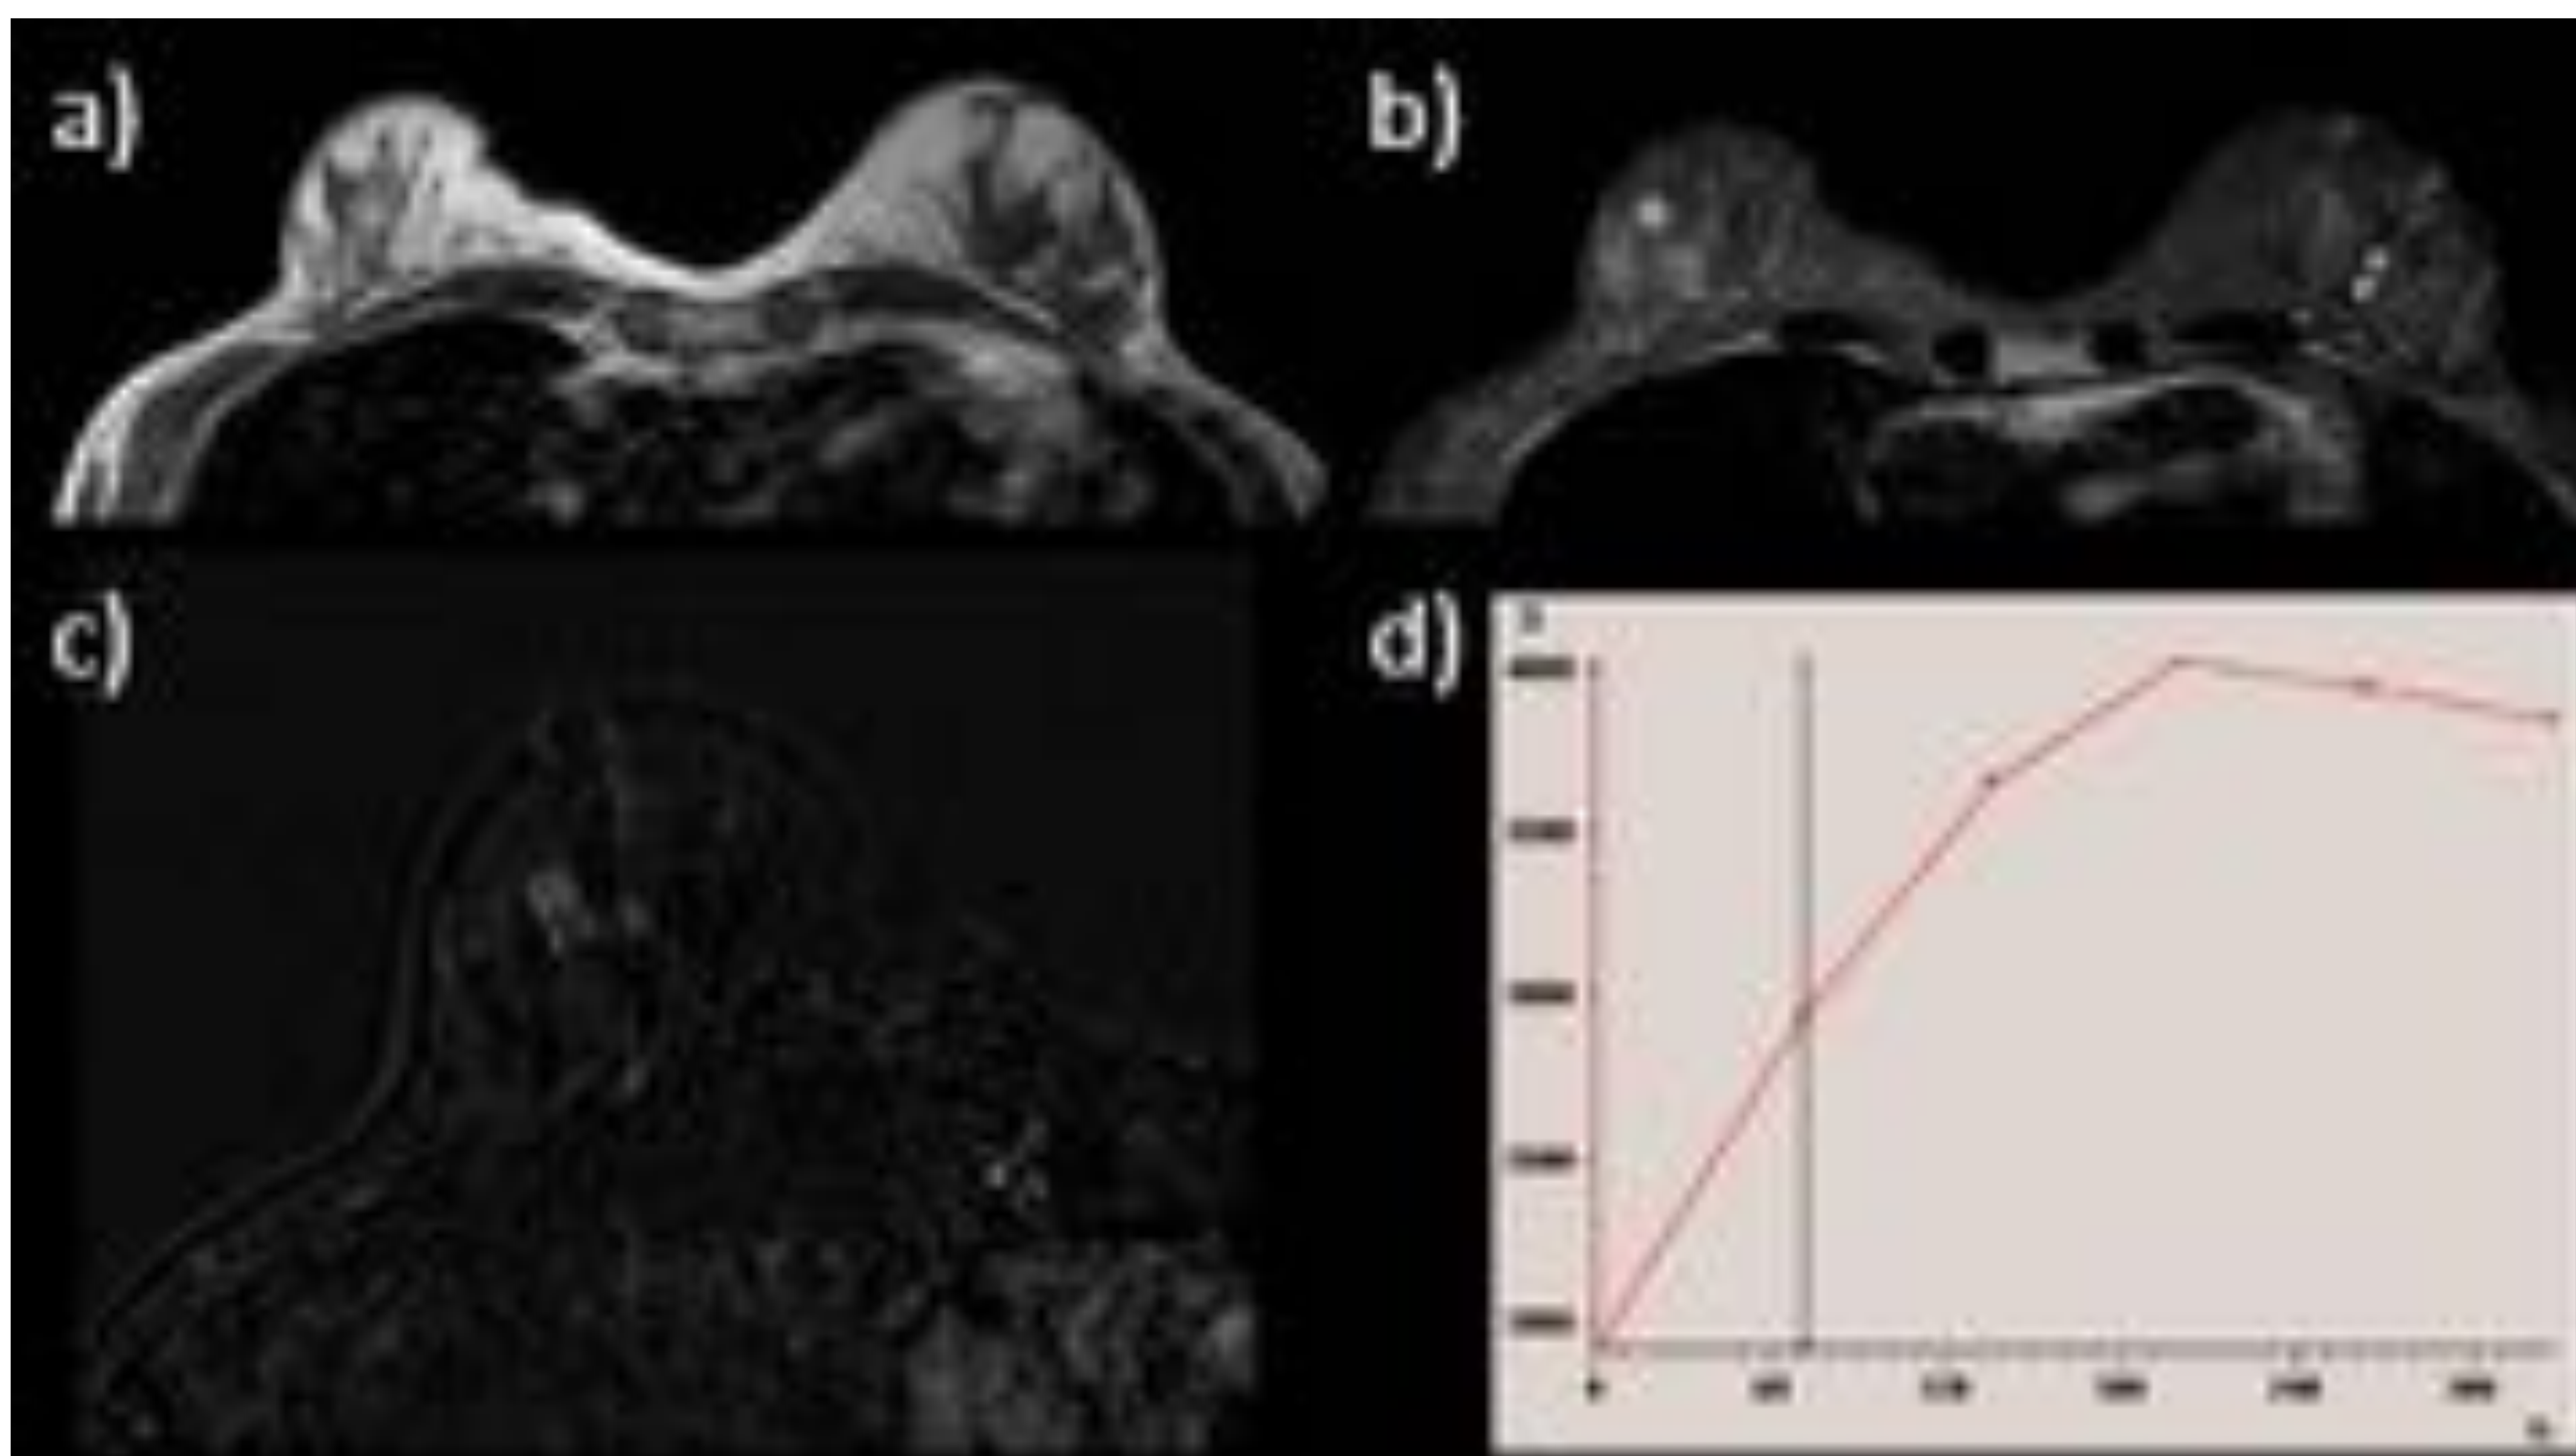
RM de mama. a) Axial T1. b) Axial T2. c) Axial T1 supresión grasa con contraste intravenoso. d) Curva dinámica. En la mama derecha se identifica un nódulo que realza con contraste intravenoso con múltiples realces no masa asociados y curva dinámica tipo 3. La anatomía patológica demostró que se trataba de un carcinoma ductal in situ multifocal. En la mama izquierda se aprecian múltiples quistes simples.
